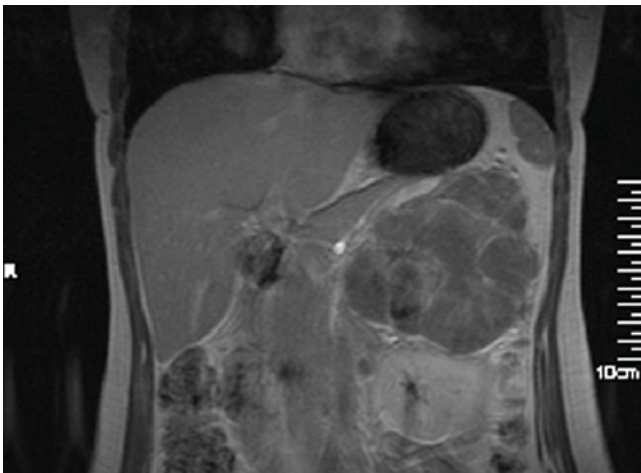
◀ MRT einer 17-jährigen Patientin mit NN-Karzinom links: Die T1-gewichtete GE-Sequenz nach i.v.-Kontrastmittelapplikation zeigt eine ausgedehnte, lobulierte, scharf begrenzte Formation mit inhomogener Kontrastmittelaufnahme
